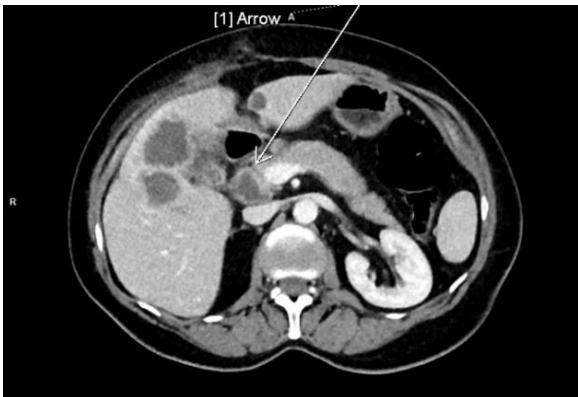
CT břicha po aplikaci KL i.v., sagitální řez*
